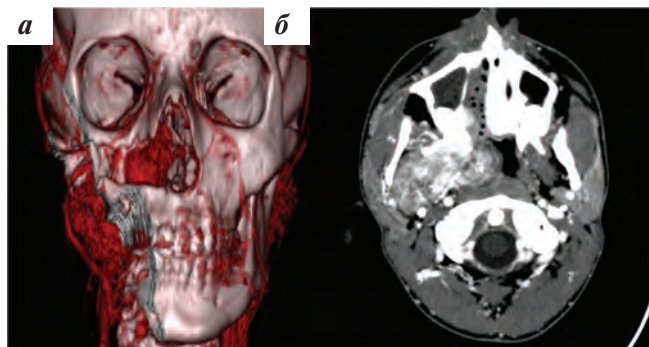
КТ-ангиография с 3D-реконструкцией (а) и КТ в аксиальной проекции с контрастированием пациента с ангиофибромой носоглотки (б)
